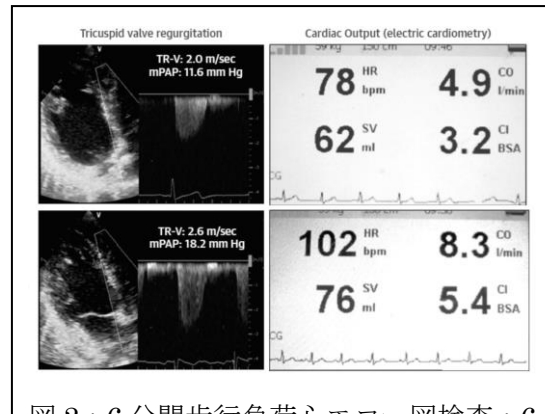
6分間歩行負荷心エコー図検査: 6分間歩行負荷直後に心エコー図検査とインピーダンス心拍出量計を用いて、推定肺動脈圧と心拍出量を求め、 $\Delta mPAP / \Delta Q$ を算出する。
